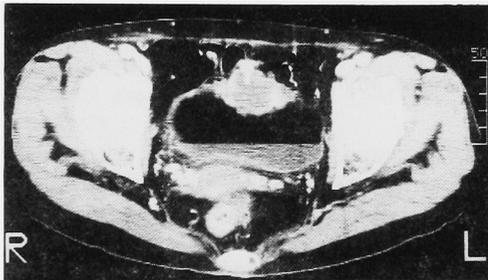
Pelvic CT scan shows tumor with calcification.
